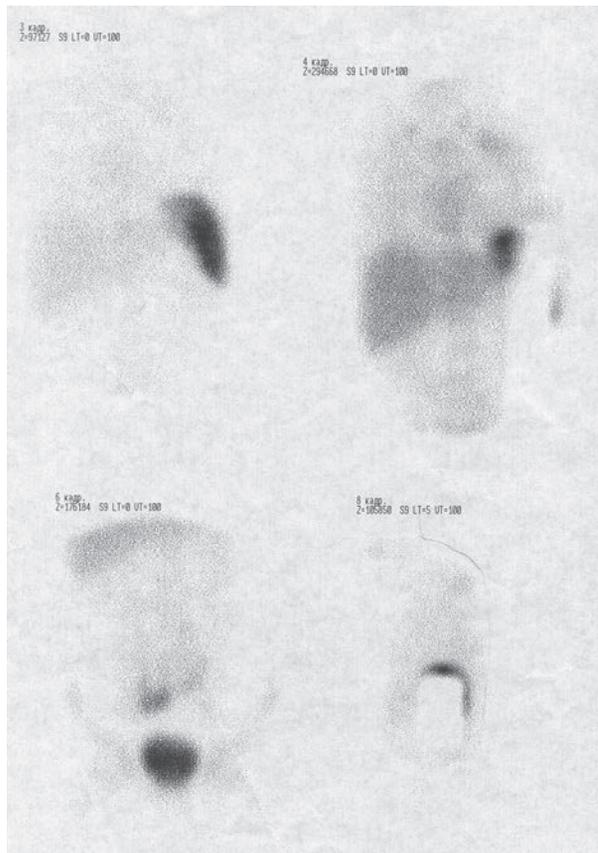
Сцинтиграфия с мечеными лейкоцитами грудной клетки. Инфицированный гидроторакс и абсцесс передней грудной клетки. Отмечается усиленное накопление РФП в правой плевральной полости и абсцесса после аорто-аортального шунтирования по поводу рекоарктации аорты
